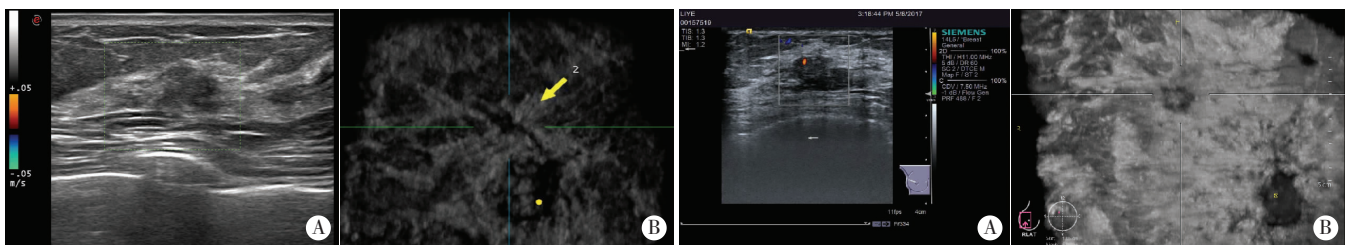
左乳黏液癌(伴少量浸润性导管癌)常规超声和 ABVS 图像
